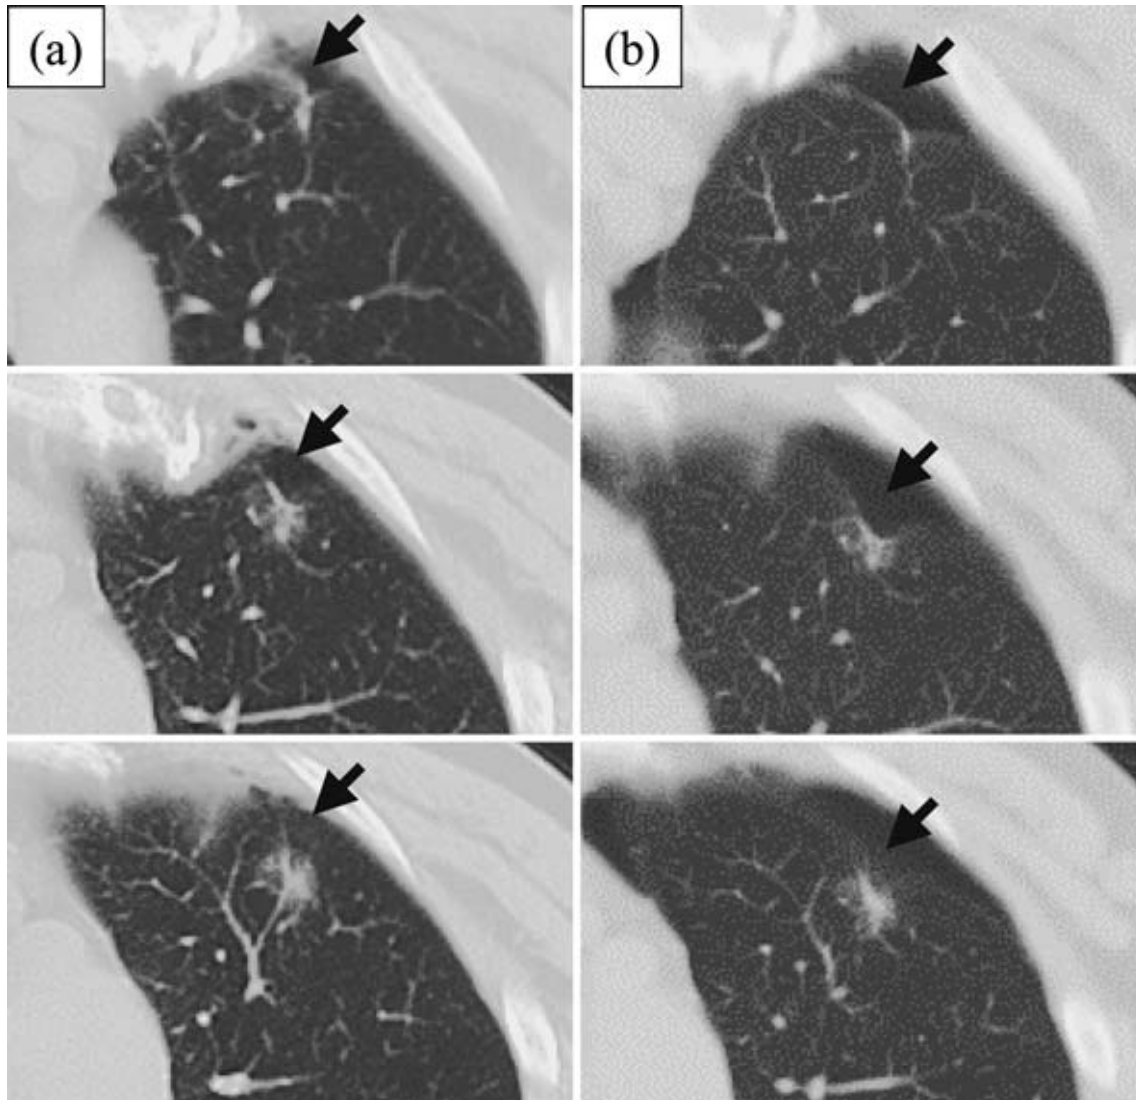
Chest HRCT film on 1st admission after chest drainage (a) and after 2 months of observation (b). A 10-mm diameter round lesion with ground glass opacity in the left upper lobe with a high-attenuation zone in the center. The nodule exhibited definite pleural indentation due to the pneumothorax. The high-attenuation zone had expanded slightly after 2 months, although the size of the nodule remained unchanged.
